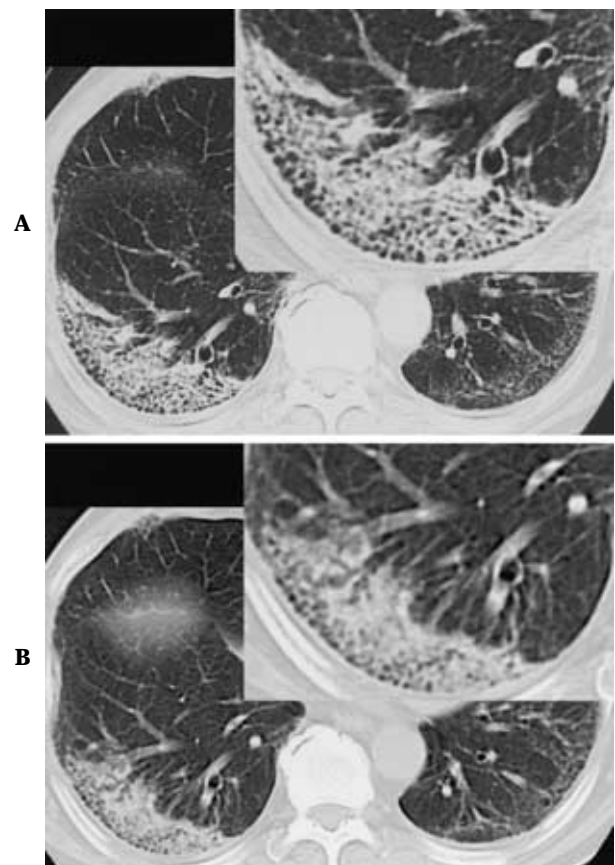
A. Chest CT on admission shows honeycomb lung in a 10 × 5 cm area in the right lower lobe. The honeycomb lesion had enlarged during the past 16 months. B. Chest CT on September 7, 2001.
